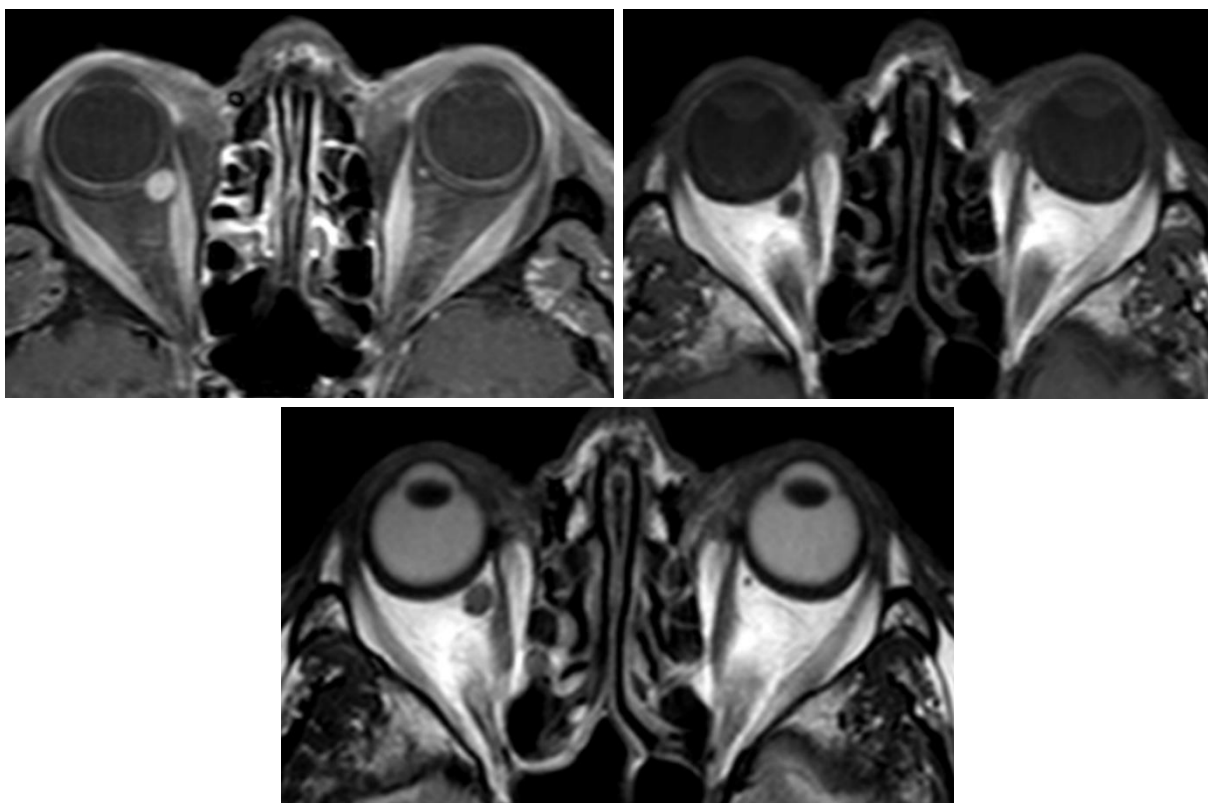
RMN CE. Lesão na órbita direita com 6 mm, intracônica, arredondada, localizada entre o músculo reto interno e o nervo ótico, de contornos regulares e limites bem definidos.
